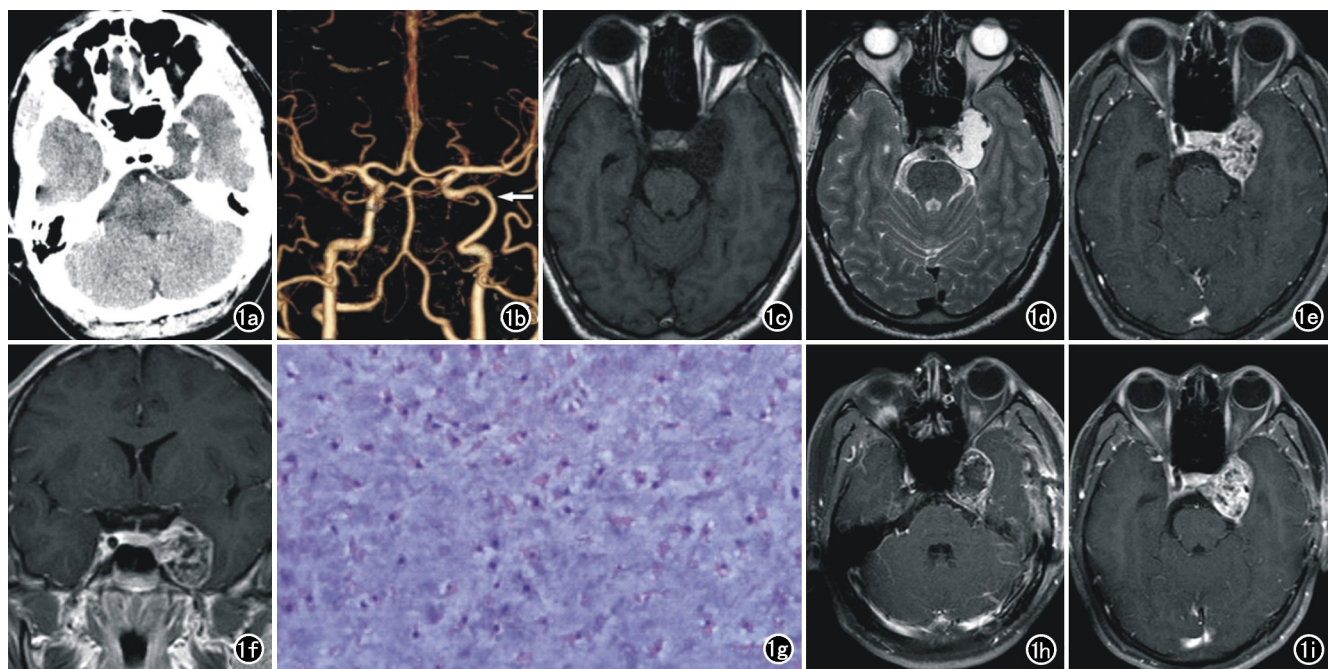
鞍旁软骨黏液样纤维瘤患者,男,25岁。a)CT平扫示左侧鞍旁肿块边缘结节状钙化;b)颅脑CTA示左侧颈内动脉受推挤向外侧移位(箭);c)术前 T_1 WI示肿块以低信号为主;d)术前 T_2 WI示肿块以高信号为主;e)术前横轴面 T_1 WI增强扫描示病灶呈“筛网状”明显强化;f)术前冠状面 T_1 WI增强扫描图像;g)镜下示瘤细胞呈星形、梭形,核圆形、卵圆形,核深染固缩,瘤细胞间见大量黏液基质($\times 400$,HE);h)术后4天复查MRI增强扫描示左侧鞍旁环形不均匀强化团块影;i)术后5个月复查MRI示鞍旁病灶强化范围增大,原片状无强化区呈明显不均匀强化。
